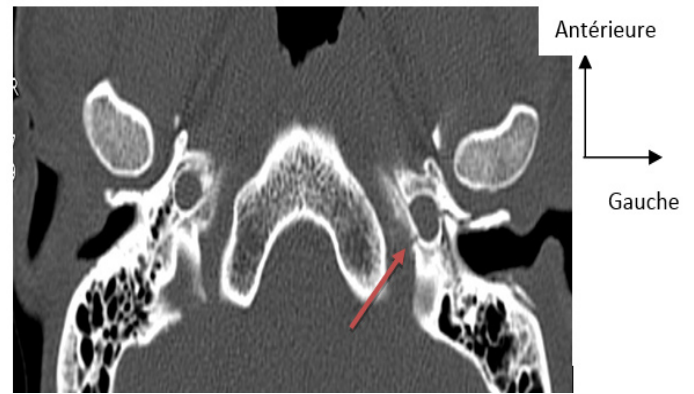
coupe axiale d'une TDM cérébrale montrant, une fracture du foramen jugulaire gauche
